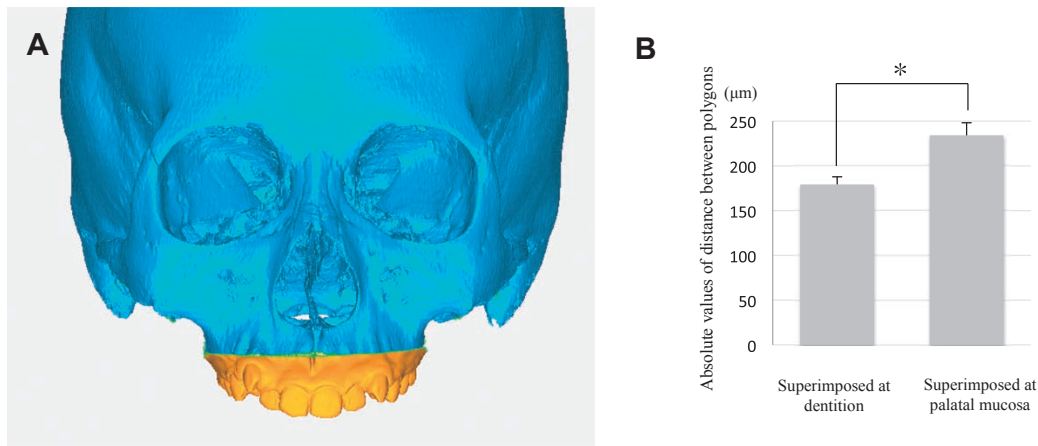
Reconstruction of craniofacial 3D image by CT and STL data.
